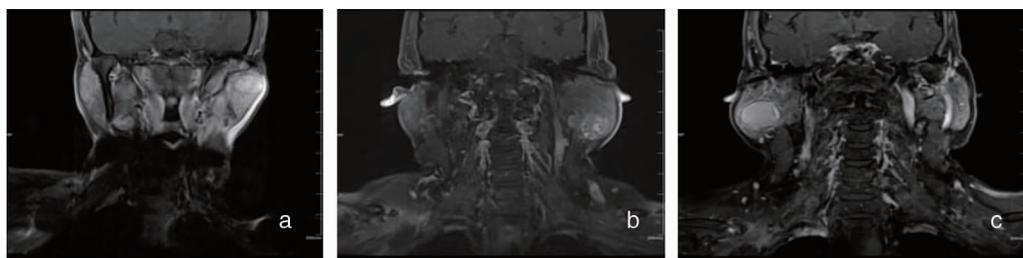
回顾性分析患者术前MRI图像 a:左侧腮腺多形性腺瘤MRI冠状位T1WI增强扫描示结节明显强化;b:左侧腮腺Warthin瘤MRI冠状位T1WI增强扫描示结节不均匀强化;c:右侧腮腺基底细胞腺瘤MRI冠状位T1WI增强扫描示结节明显强化,周边低密度环状影
